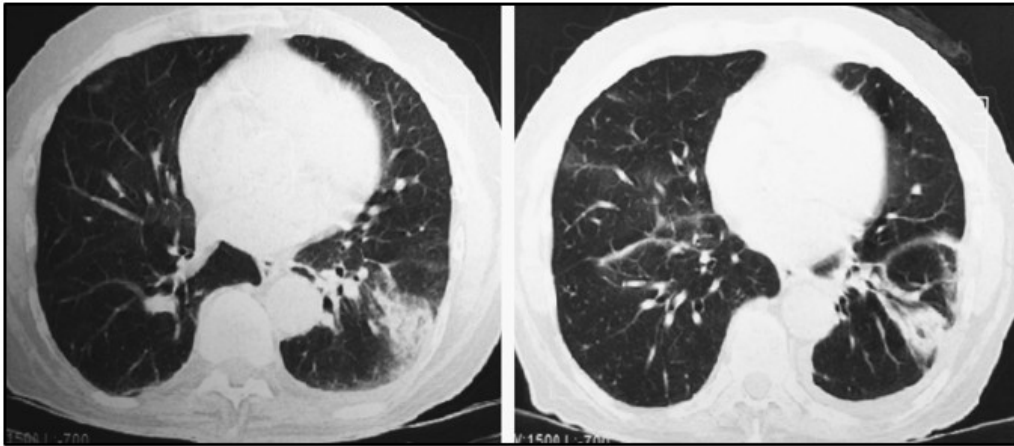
Imagen consolidativa con broncograma aéreo en contacto pleural a nivel basal lateral del lóbulo inferior izquierdo (paciente con defecto de relleno en rama segmentaria correspondiente en angio-tomografía de tórax).
